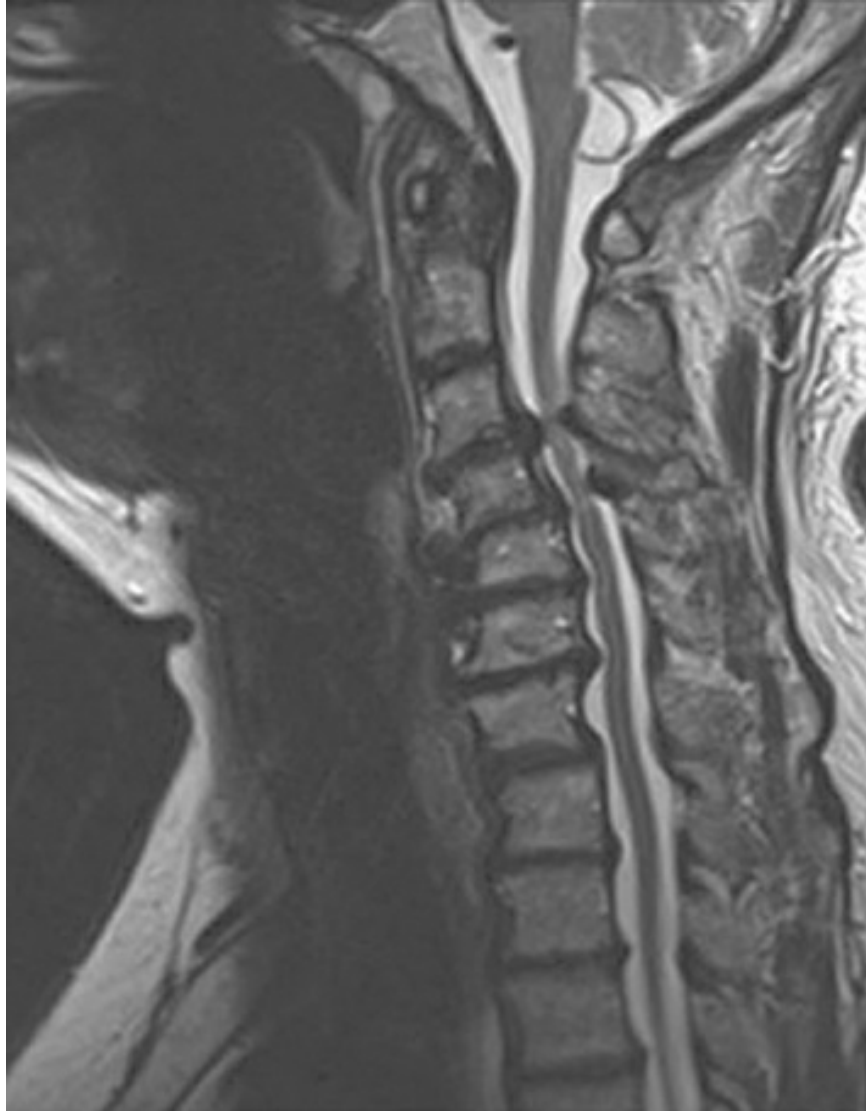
RMN sagital ponderada en T2.
